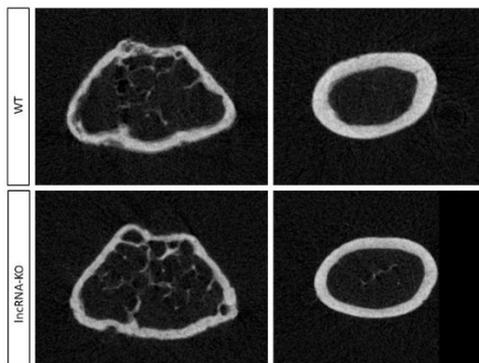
マイクロ CT (WT vs IncRNA-KO)
